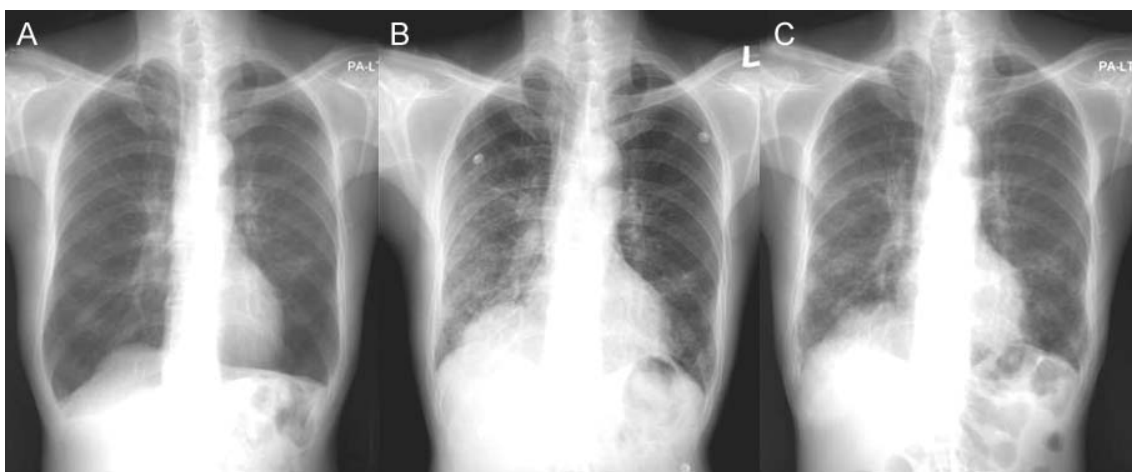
Chest X-ray on admission (A) showed hyperaerated emphysematous lung without specific infiltration. However, after second cycle of chemotherapy (B), reticulonodular infiltration was observed on both lower lung field, which was improve after steroid pulse therapy (C).
